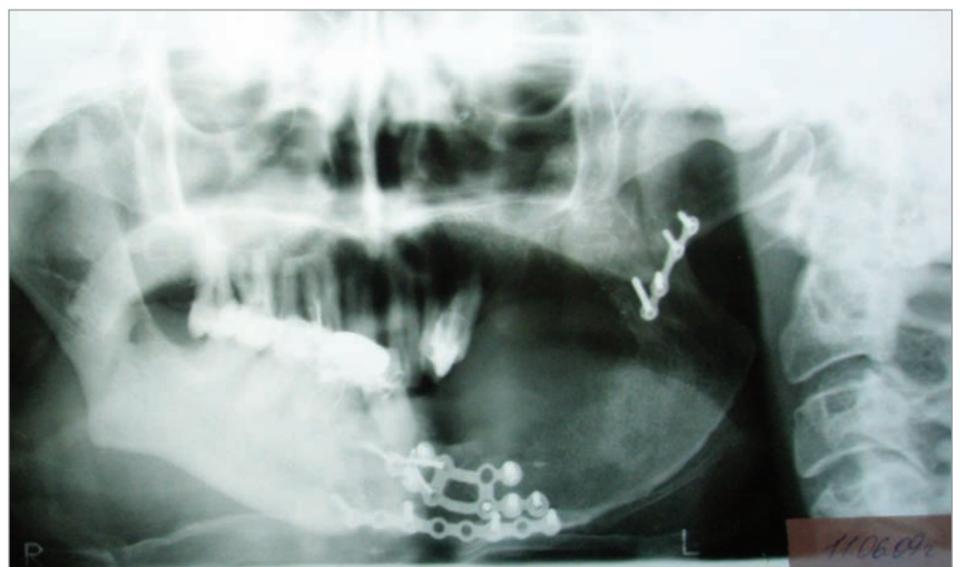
Рентгенограмма нижней челюсти после реконструкции
